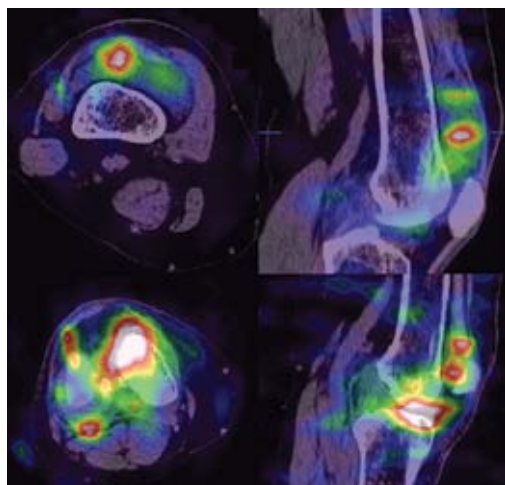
SPECT-CT of the knee joint of a 44 year old male patient with the rheumatoid arthritis on the transversal and sagittal scan one hour prior to (upper panel) and 72 hours post (lower panel) the administration of ^{90}Y . A more homogeneous distribution of the radioisotope in the joint is observed 72 hours post the injection (the pictures from the Nuclear Medicine Division in the Academic Hospital in Cracow)
